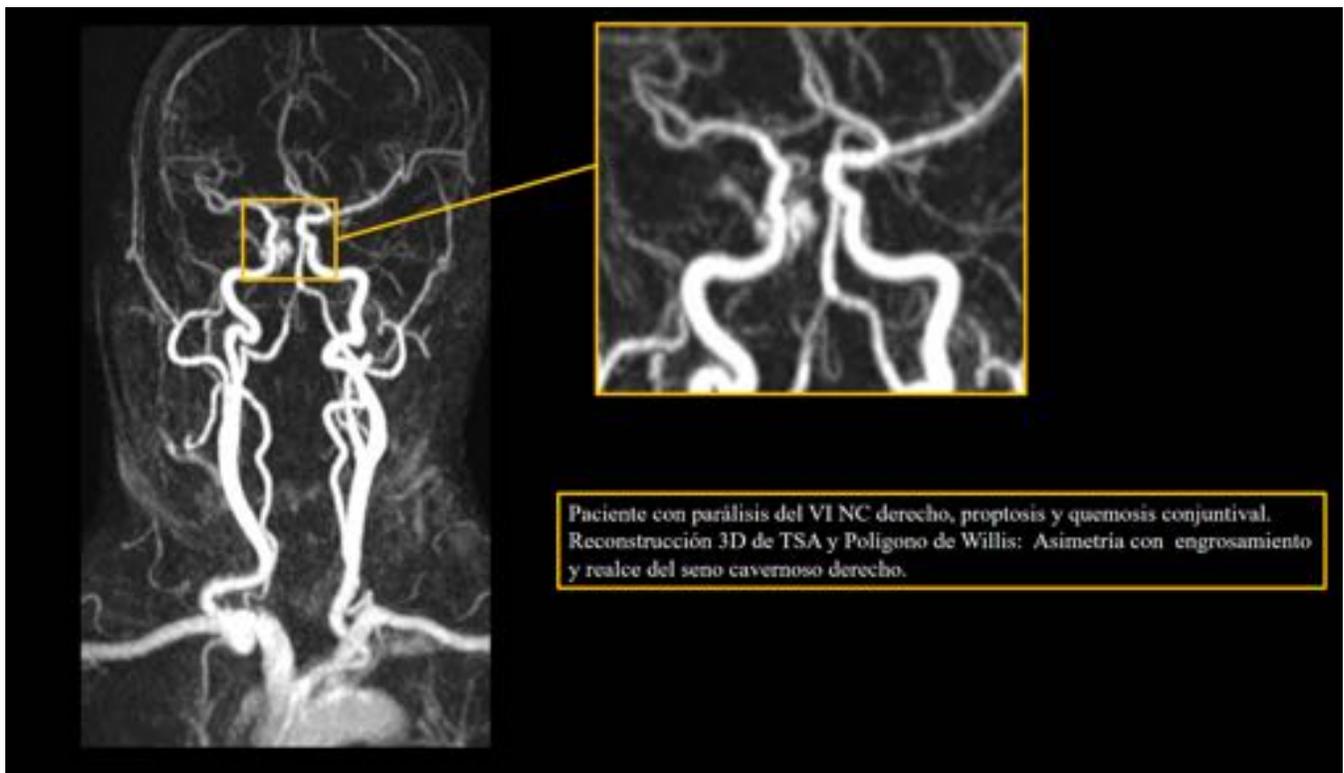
Hallazgos en RM de una FCC
